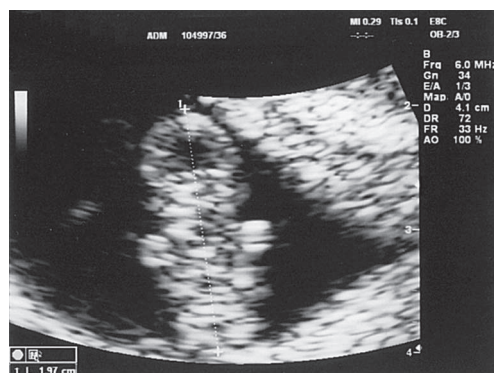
Ultrassonografia no primeiro trimestre gestacional, demonstrando a medida do comprimento cefalocaudal.
